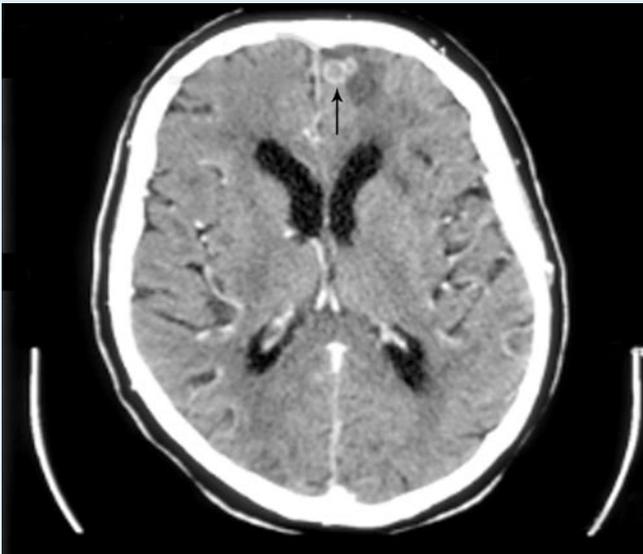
◀ Schädel-CT mit Darstellung einer zerebralen Raumforderung links mit perifokalem Ödem
